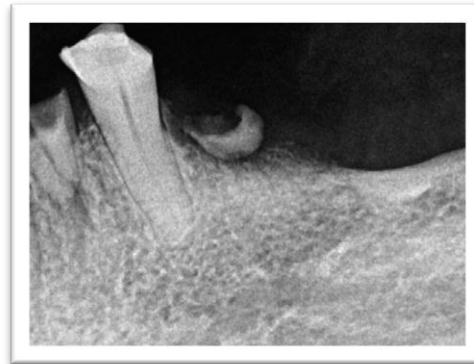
/3a 3. Radiografía Preoperatoria.
